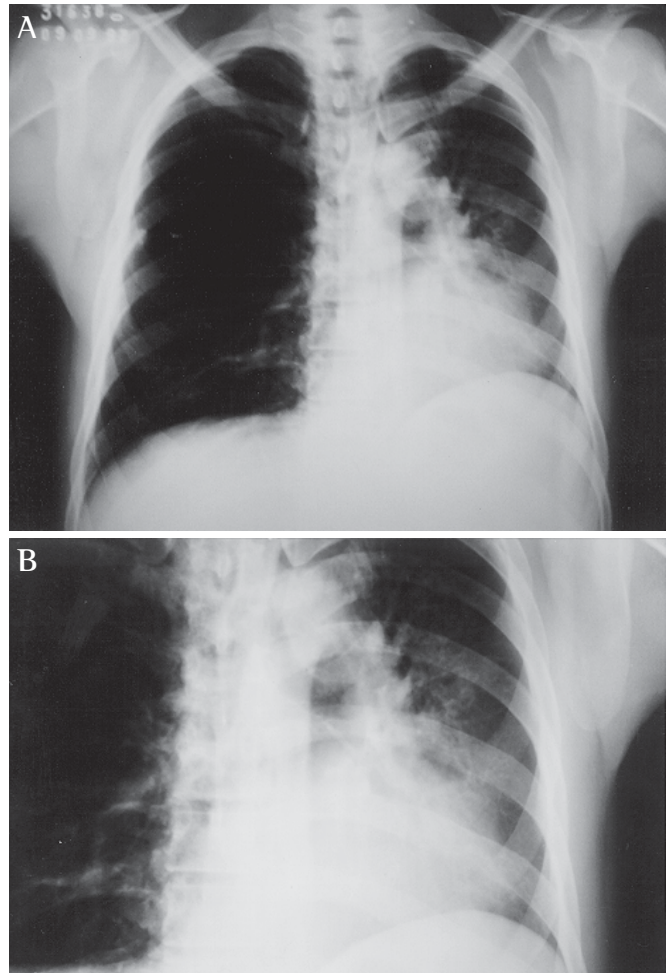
A) Radiografia de tórax em PA apresentando atelectasia de lobo superior esquerdo, desvio de traquéia e mediastino homolateral, possível massa tumoral intrabrônquica em BFE. B) Radiografia de HTE em PA apresentando massa tumoral intrabrônquica (seta).
